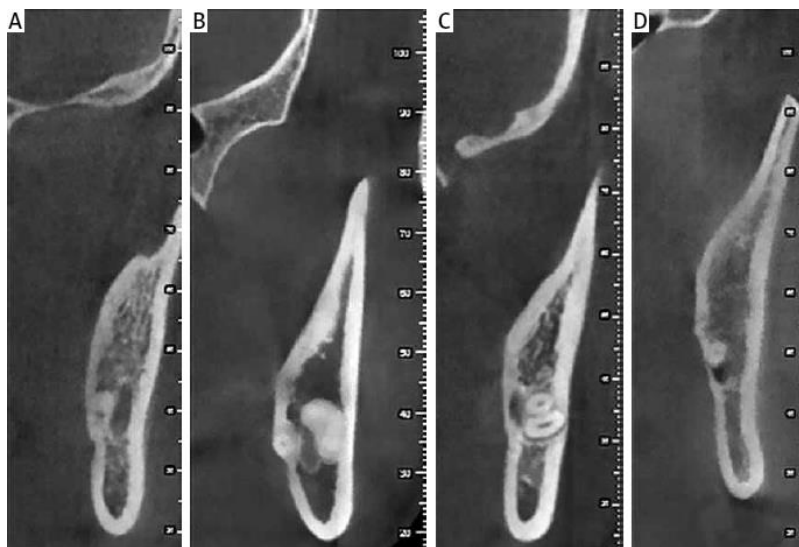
Imagens de tomografias computadorizadas de feixe cônico coronais com diferentes posições do CM em relação às raízes dos terceiros molares inferiores. A – posição vestibular do CM, B – posição interradiculard do CM, C – posição lingual do CM, D – posição inferior do CM em relação às raízes do TMI
